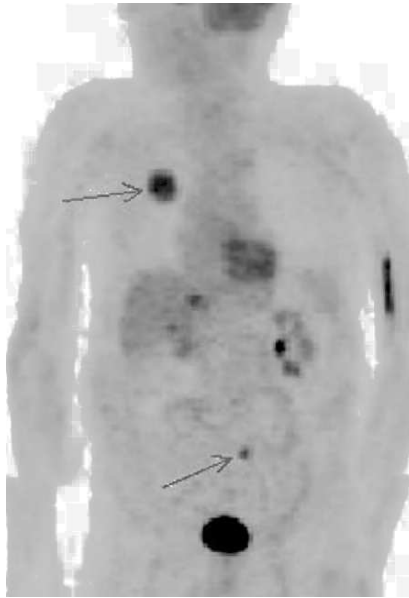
Tomografía por emisión de positrones realizada al paciente 2. Corte coronal, donde se observa un foco de hipermetabolismo de la fluorodesoxiglucosa en el pulmón derecho y otro de menor tamaño en localización centroabdominal.
